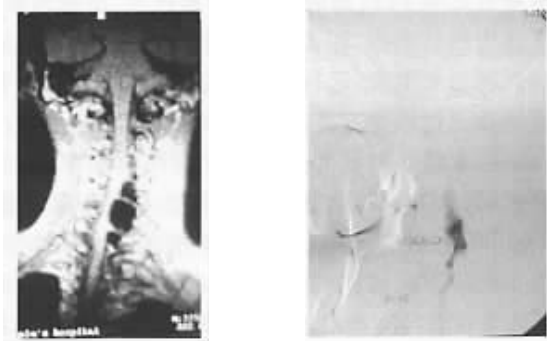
MRI显示椎动脉瘘压迫 图2 左椎动脉造影显示瘘口脊髓
